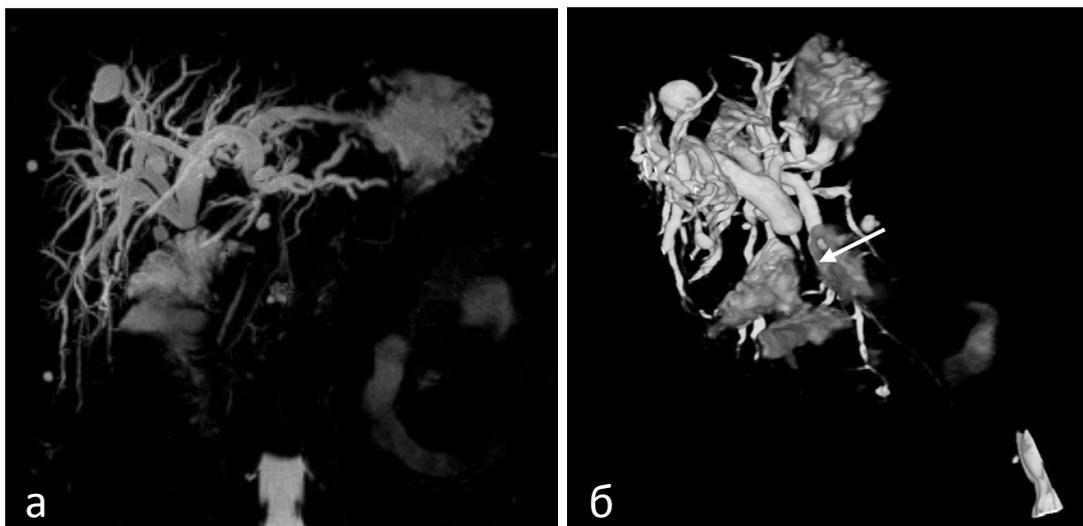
МРТ-ХГ: а – прямая проекция демонстрирует широкий ГЕА, б – 3D-реконструкция (стрелкой указана стриктура)
